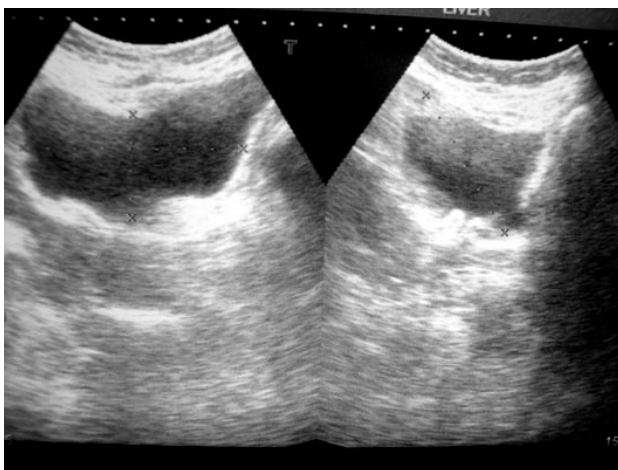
Ecografía vesical pre y postmiccional
